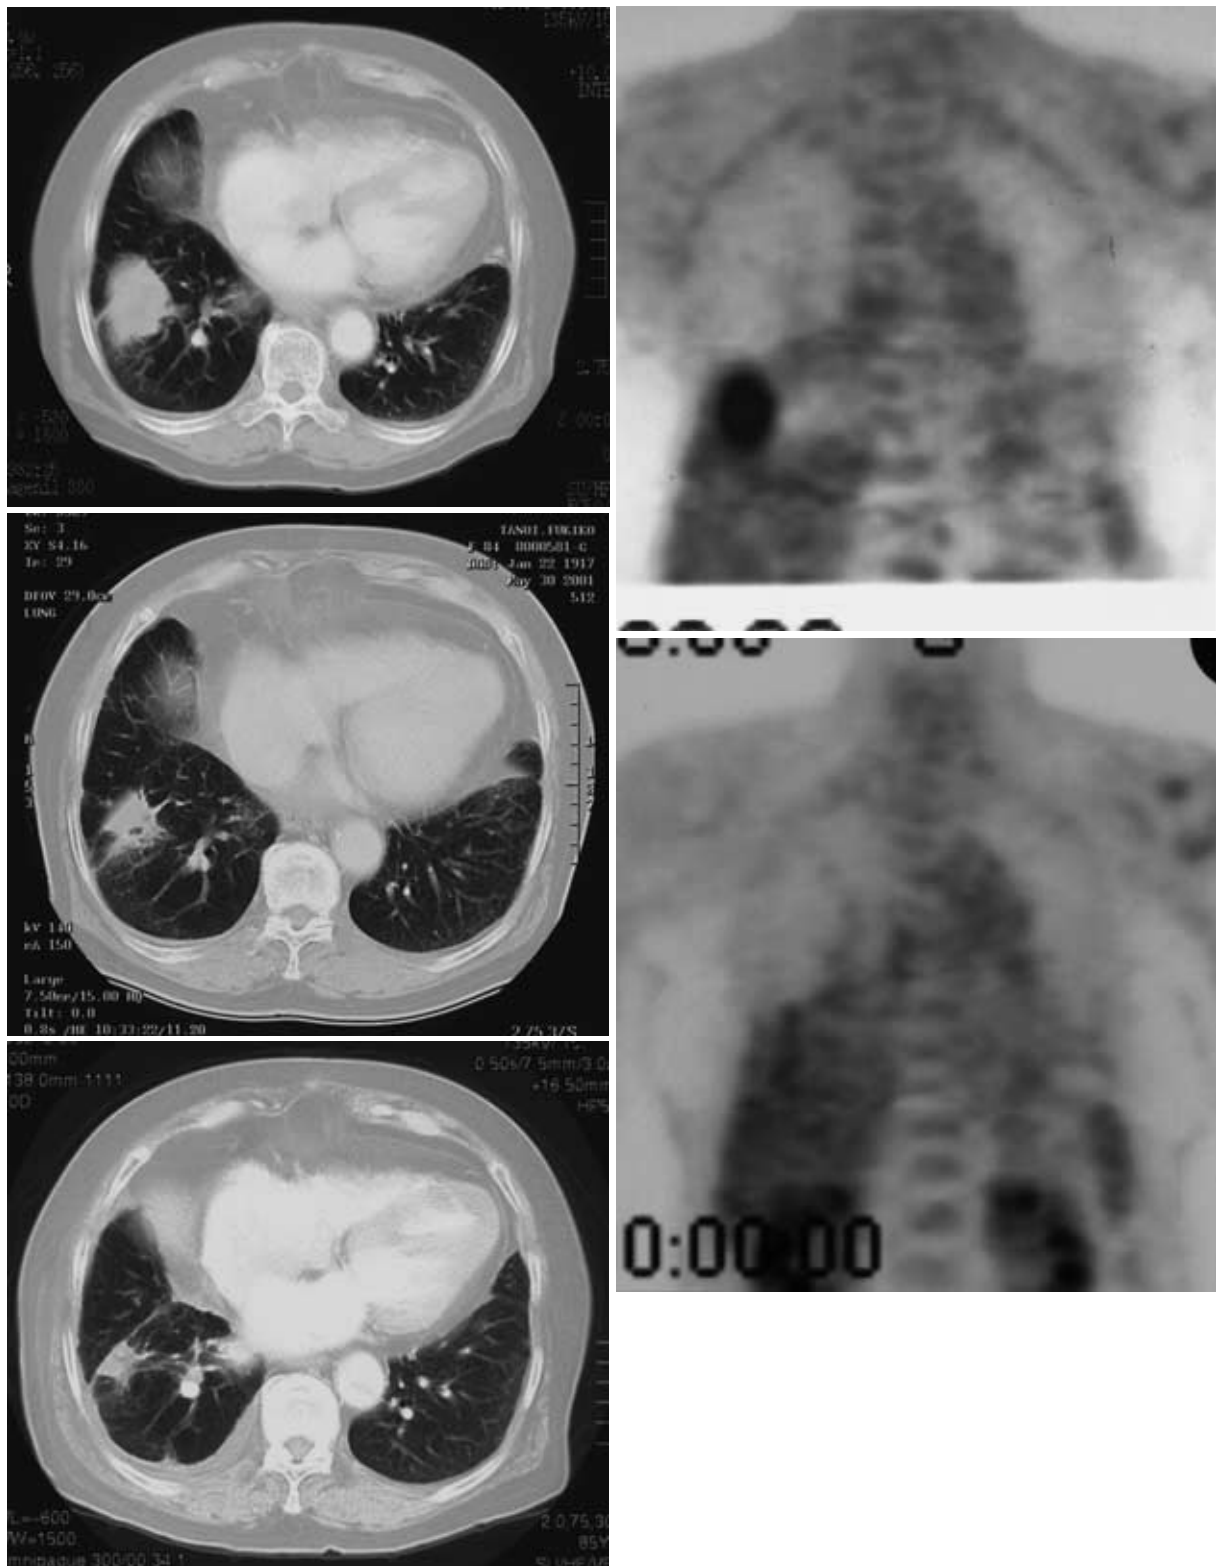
Monitoring effect of proton therapy. a. CT before therapy. A lung cancer was noted at right lower lobe. b. PET before therapy. The tumor showed strong accumulation. c. CT after 1 month from the end of proton therapy. Residual tumor was clearly depicted though it showed shrinkage. d. PET after 1 month from the end of proton therapy. We can diagnose CR (complete response) at this time for no deposition of FDG to the tumor. e. CT after 1 year from the end of proton therapy. No evidence of recurrence though there still remained smaller tumor.
